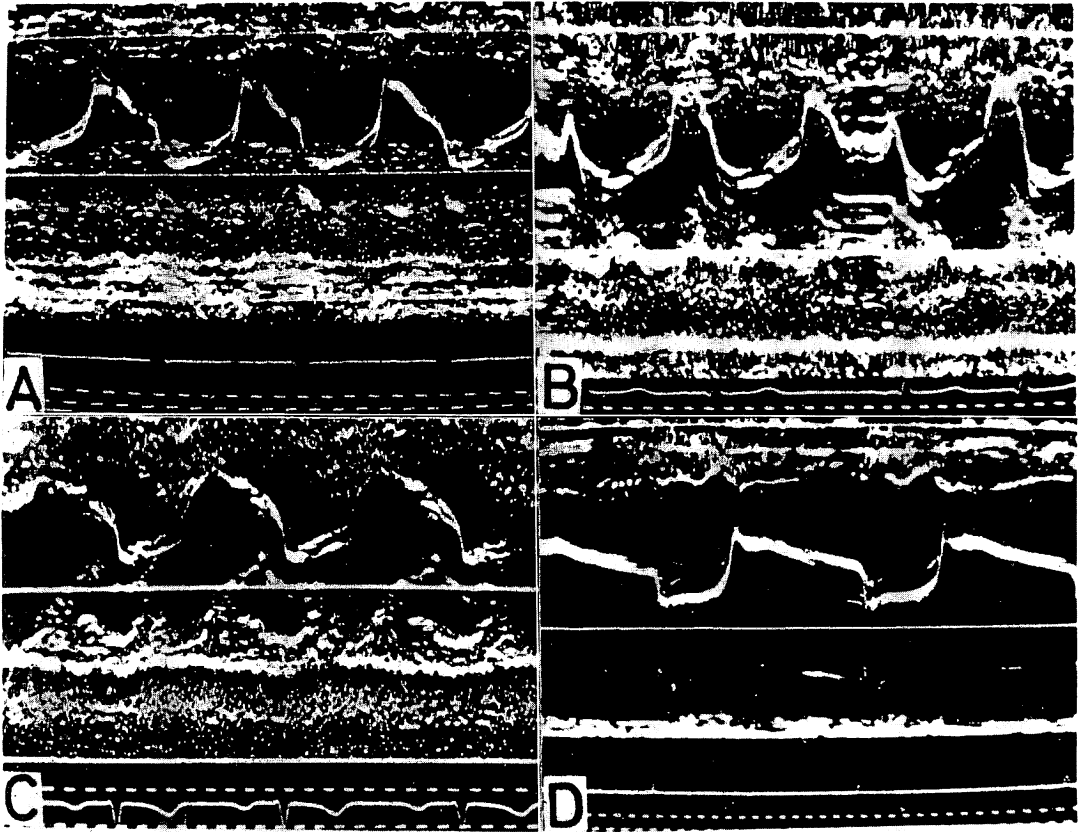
Ultrasono-cardiograms.
